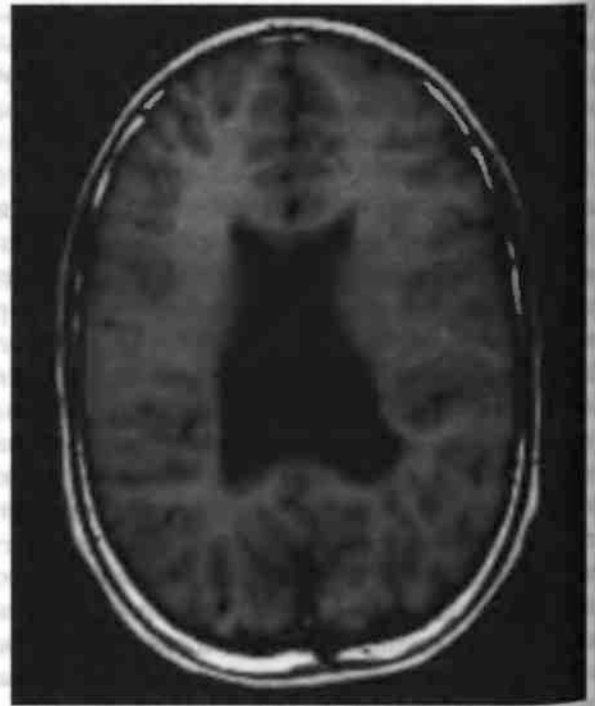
МР-томограмма ребенка с лиссэнцефалией. Отсутствие борозд коры большого мозга, недостаточное развитие латеральных (сильвиевых) борозд в сочетании с увеличением желудочков
